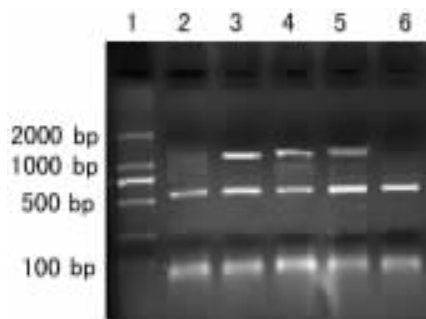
各转基因细胞株 TK mRNA 表达琼脂糖凝胶电泳图
